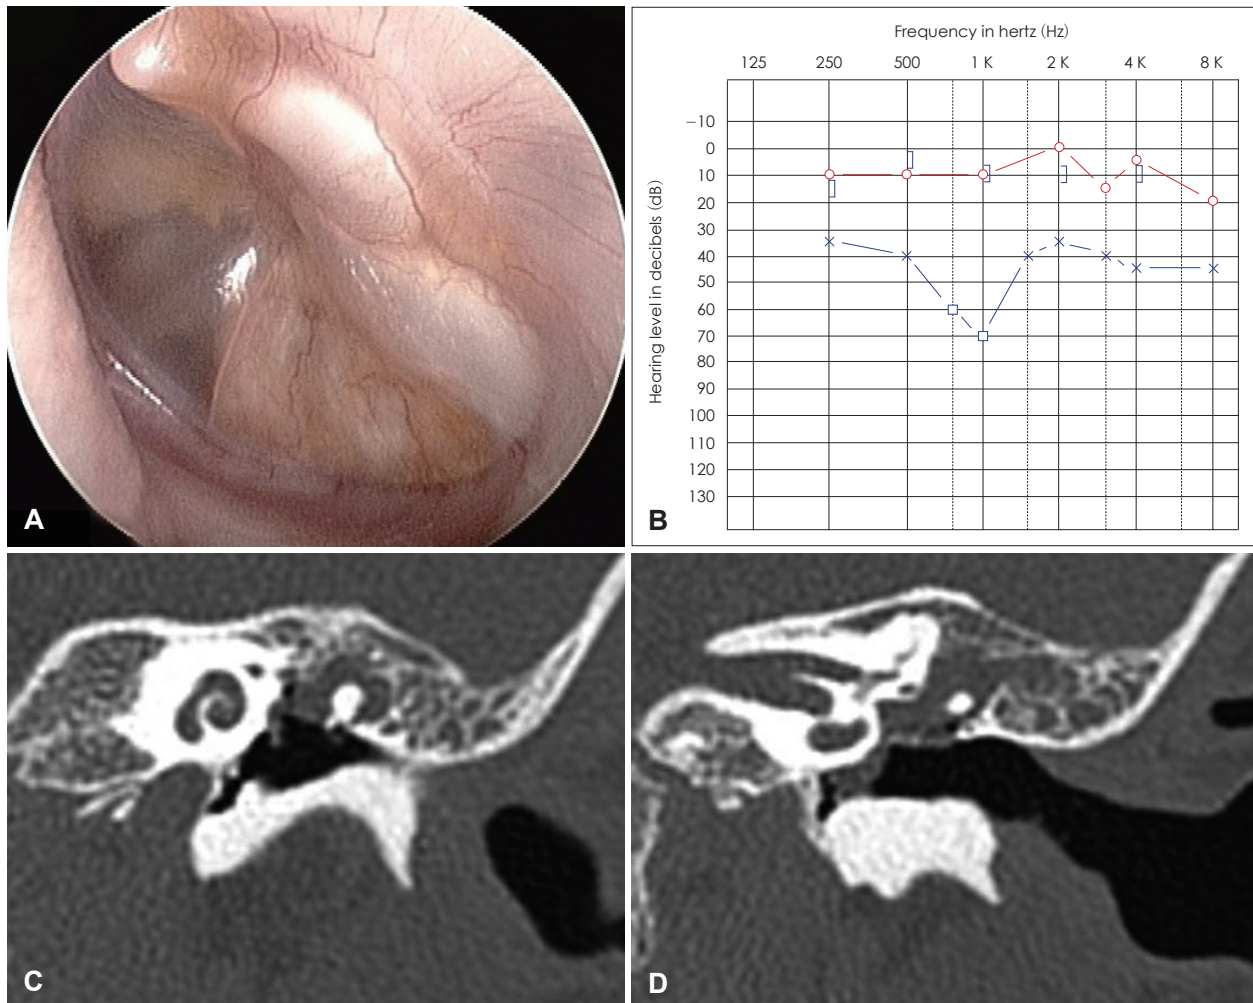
Preoperative findings of case 4. Otoscopic examination reveals a huge whitish mass in posterior portion of the left tympanic membrane (A). Preoperative audiometry shows conductive hearing loss with air-bone gap of 40 dB (B). Coronal CT scan of the left temporal bone shows soft tissue mass in mesotympanum, involving epitympanum and hypotympanum with erosion of incus and stapes (C and D).
